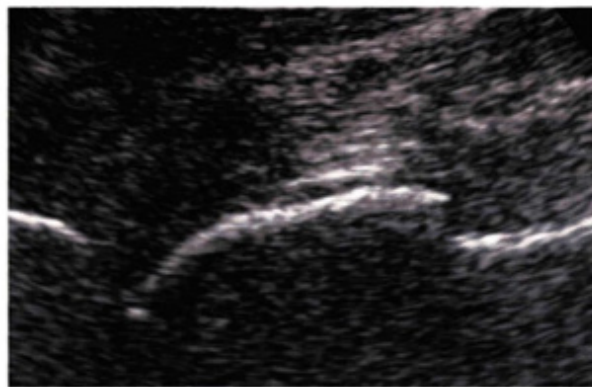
Sonogram of the hip joint in coxarthrosis (significantly flattened shape of the head).
